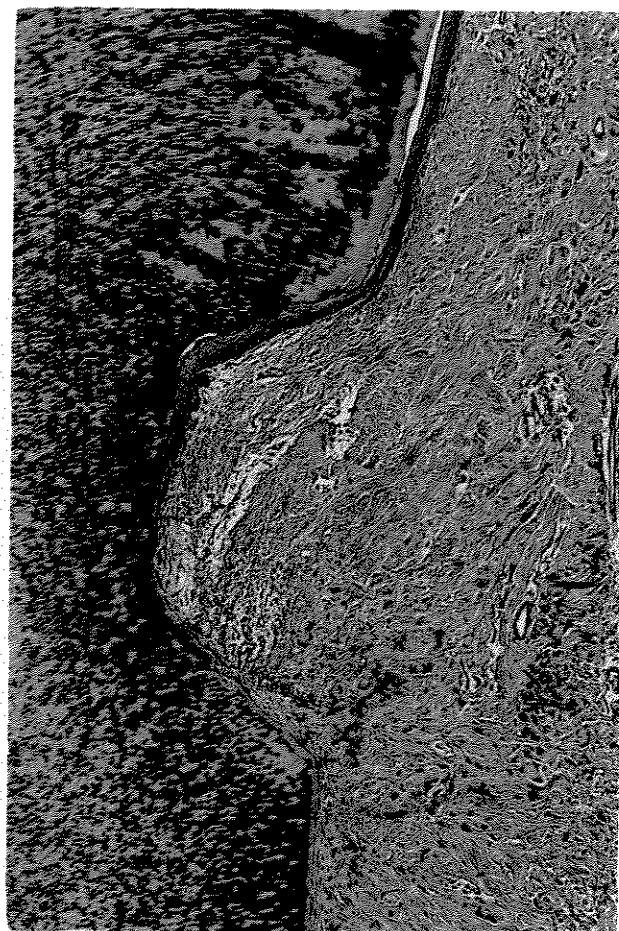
Grupo RTG + PME: aumento de 5X no sulco coronário, limite apical da formação do epitélio (C), limite coronário da formação de cimento (E).
